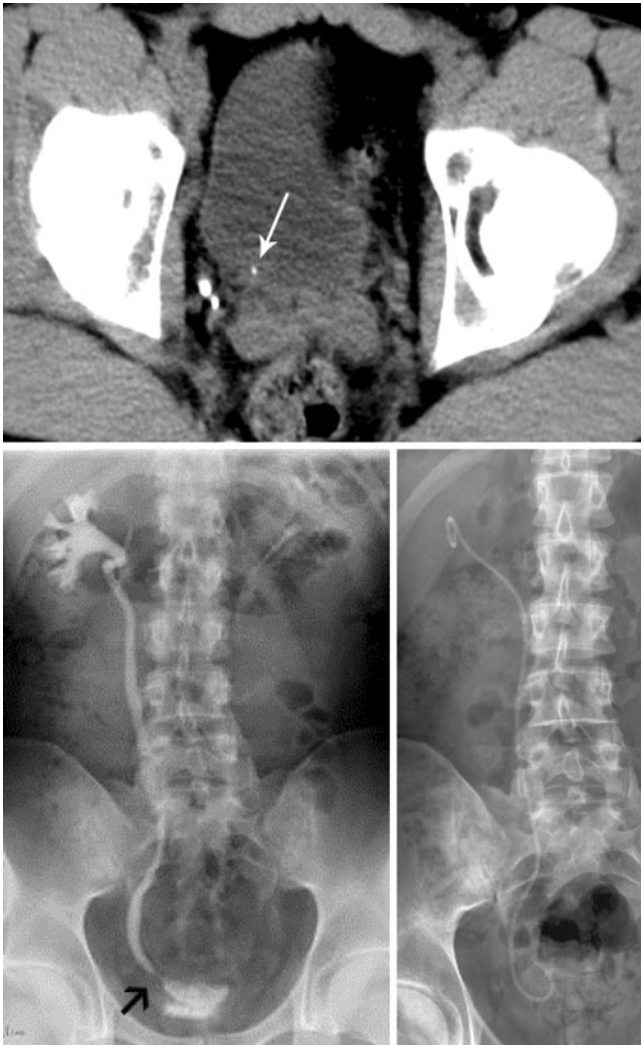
◀ Kleines (nicht röntgendichtes) Ureterkonkrement (Pfeil) neben 2 Phlebolithen mit weitgehend kompletter Obstruktion in der CT und intravenösen Urographie (IVU) – obwohl in günstiger Lage mit hoher Abgangswahrscheinlichkeit Ureterrenoskopie(URS)-bedürftig
